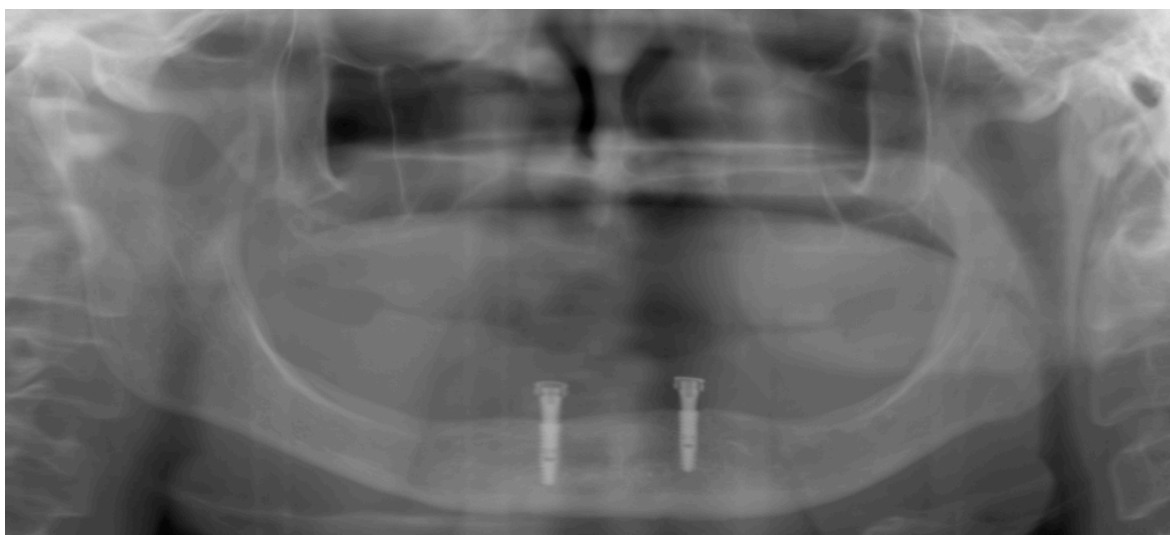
Radiografia panorâmica pós-operatória realizada com próteses em posição.
